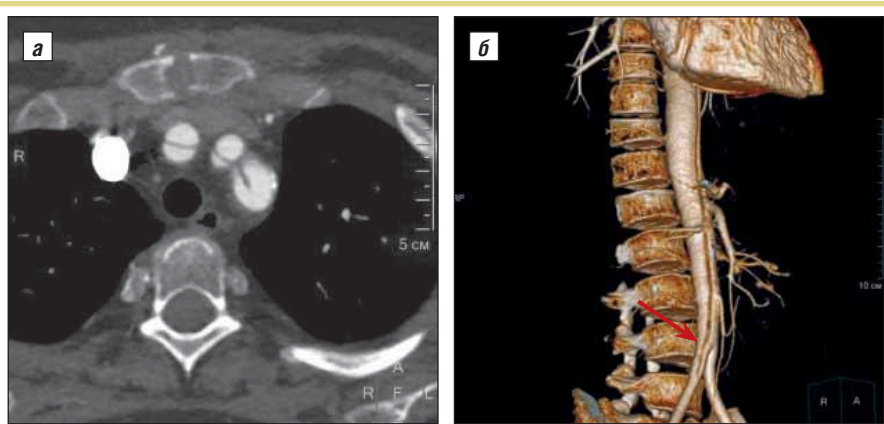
То же наблюдение. КТ: а — аксиальный срез. Определяется распространение расслоения на устья левой подключичной, левой общей сонной артерий и БЦС; б — 3D-реконструкция. Уровень брюшной аорты. Выявляется дистальная фенестрация на уровне проксимальных отделов правой ОПА (стрелка)
